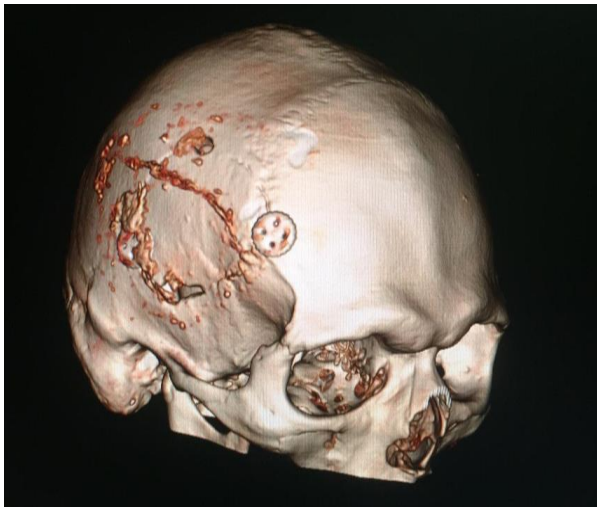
МСКТ головного мозку у хворого після оперативного втручання з приводу видалення внутрішньомозкового крововиливу на тлі розриву кавернозної ангиоми (див. мал. 2) через 8 місяців . При 3-D реконструкції склепіння черепа візуалізовано фіксований титановими імплантатами кістковий клапоть після краніотомічного доступу, частково консолідований дефект кістки ( зона дефекту кістки спричинена формуванням кісткового фланментукраніотомом – етап оперативного втручання) між реімплантованим кістковим
